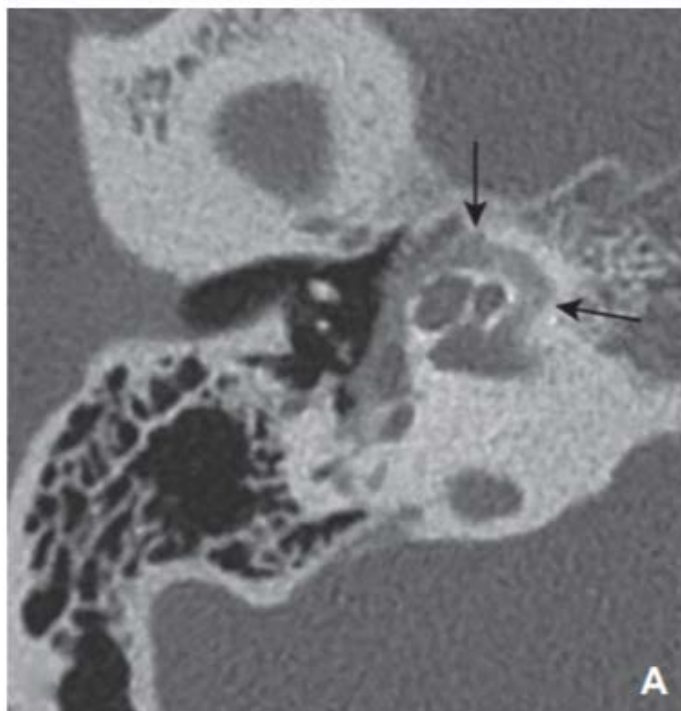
Otospongiose type 4b. Coupes TDM axiales.[37]
